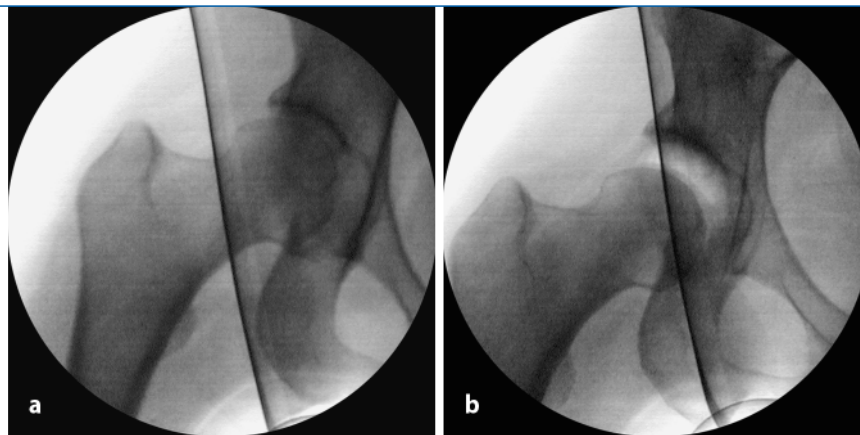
▲ Röntgenkontrolle einer ausreichenden Gelenkdistraktion vor (a) und nach Traktion (b)
